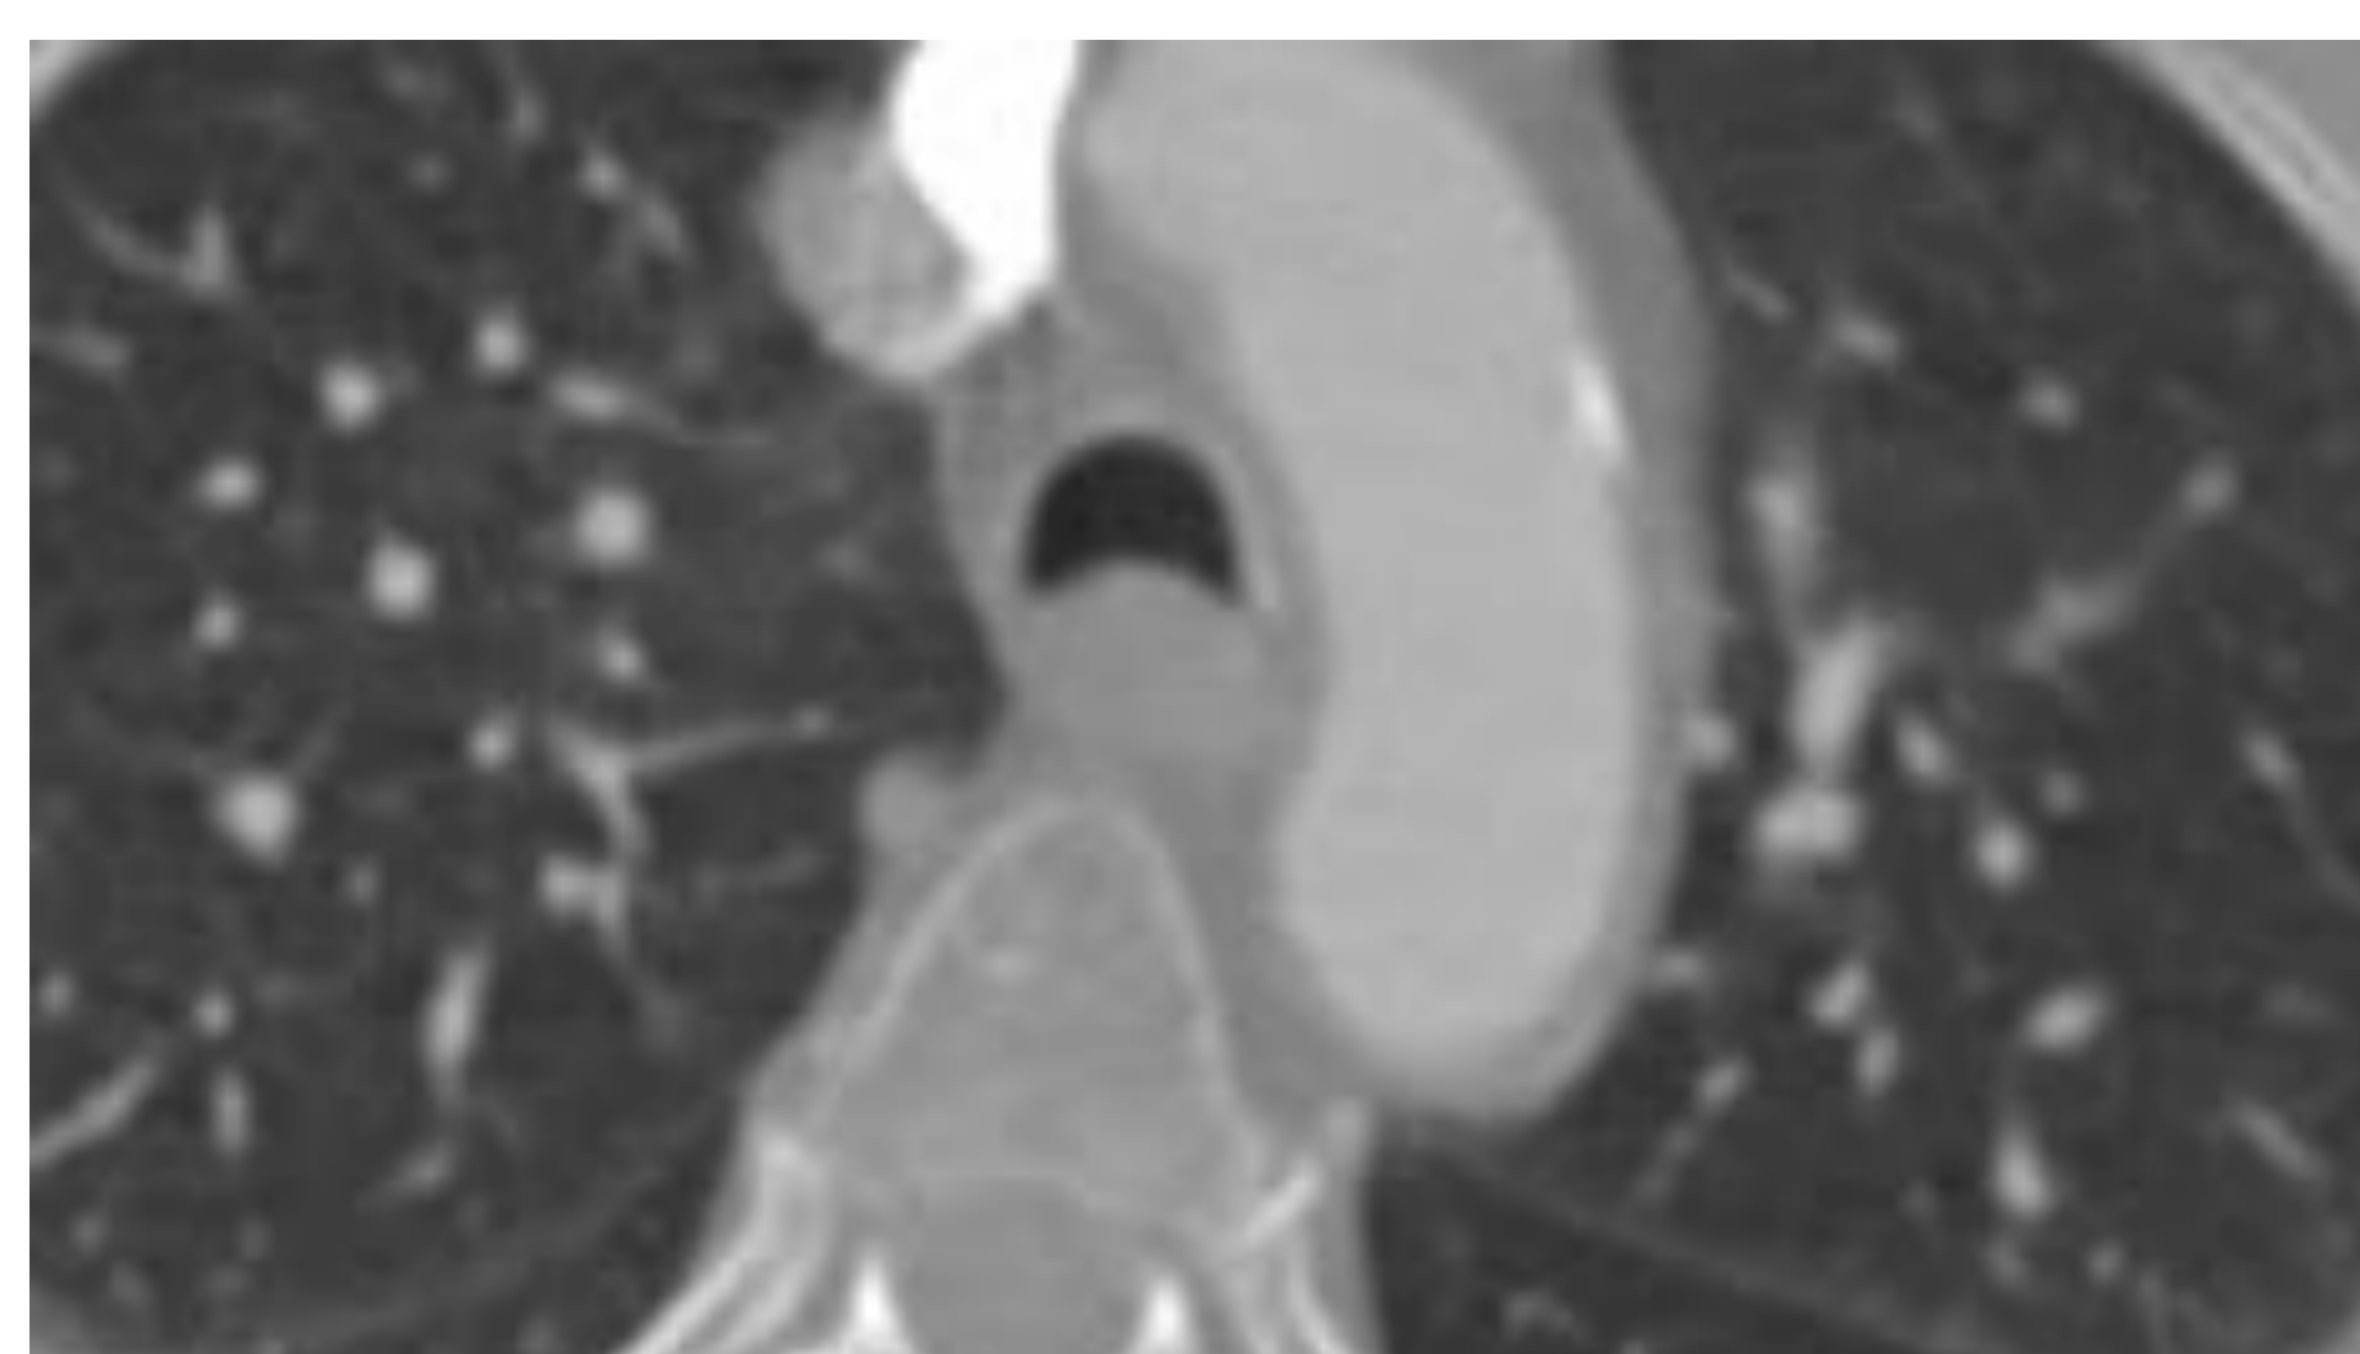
TC tórax con contraste, corte
